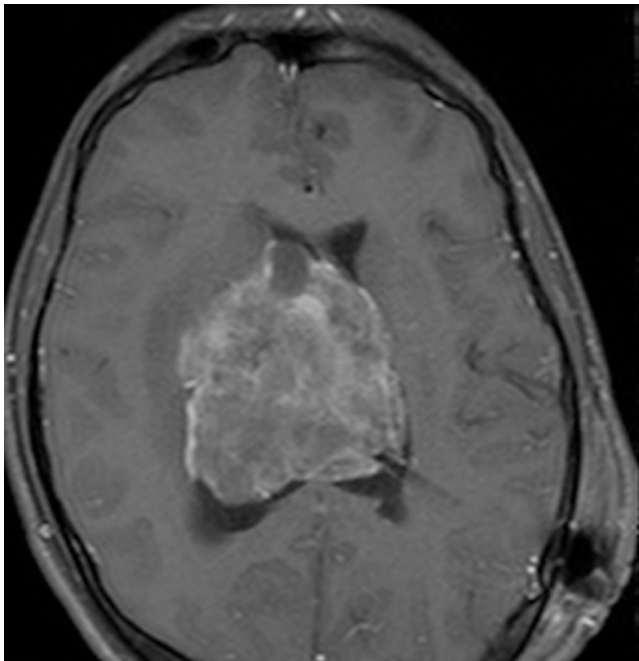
Resonancia magnética ponderada en T1 con gadolinio que muestra lesión intraventricular hiperintensa con el medio, obsérvese la relación del catéter de la derivación colocada.
